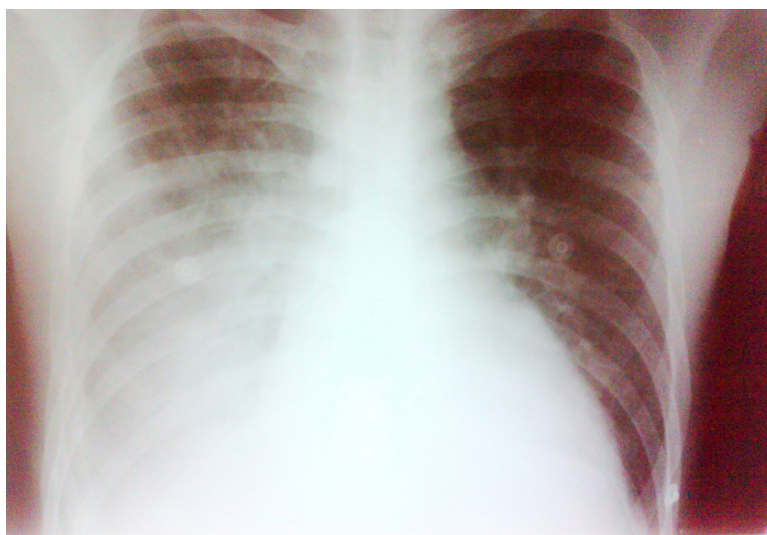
Radiografia de tórax com extenso derrame pleural à direita.
